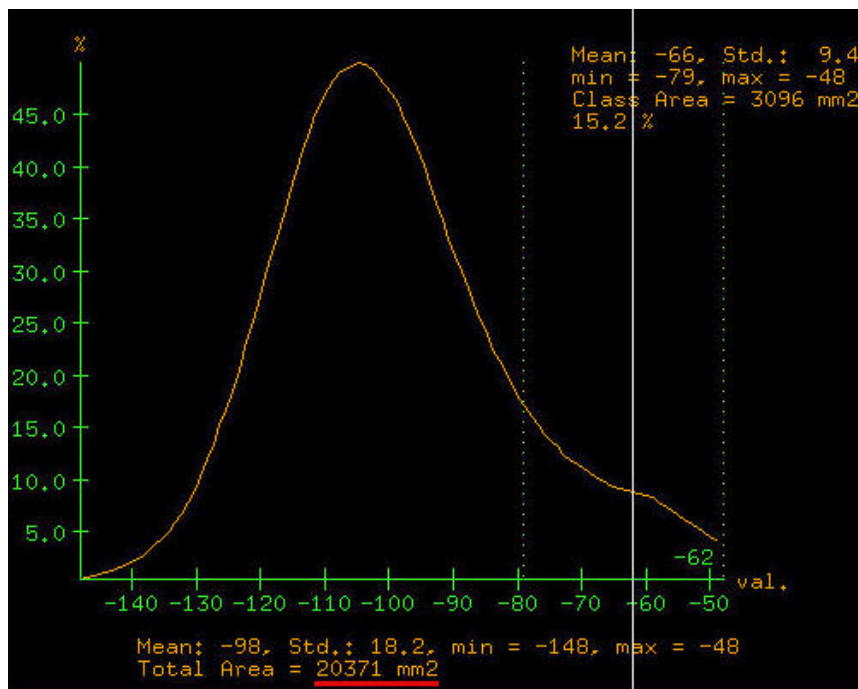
Određivanje CT-denziteta (gustoće) masnog tkiva u obliku histogramске krivulje s izračunavanjem srednje vrijednosti i standardne devijacije u Hounsfieldovim jedinicama (H.J.) ocrtane regije supkutanog masnog tkiva u razini umbilikusa (slika 5) za svakog pojedinog ispitanika.
